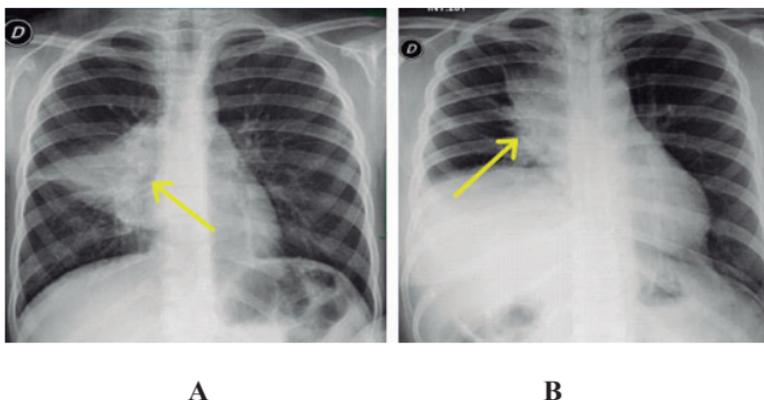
Radiografía PA de tórax. A: Se observa opacidad triangular (flecha amarilla) que borra el borde cardiaco derecho, correspondiente a una neumonía en el lóbulo medio B: Se aprecia opacidad de bordes mal definidos (flecha amarilla) de igual densidad que el corazón, que borra su borde derecho, que corresponde a masa mediastínica anterior, compatible en este caso con un linfoma
